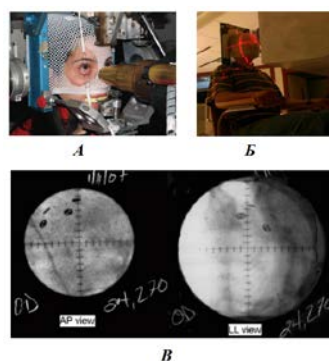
А - система иммобилизации пациента, Б - система лазерной центрации, В – латеральный и фронтальный рентгеновский снимок глазного яблока с подшитыми рентгеноконтрастными скрепками.
